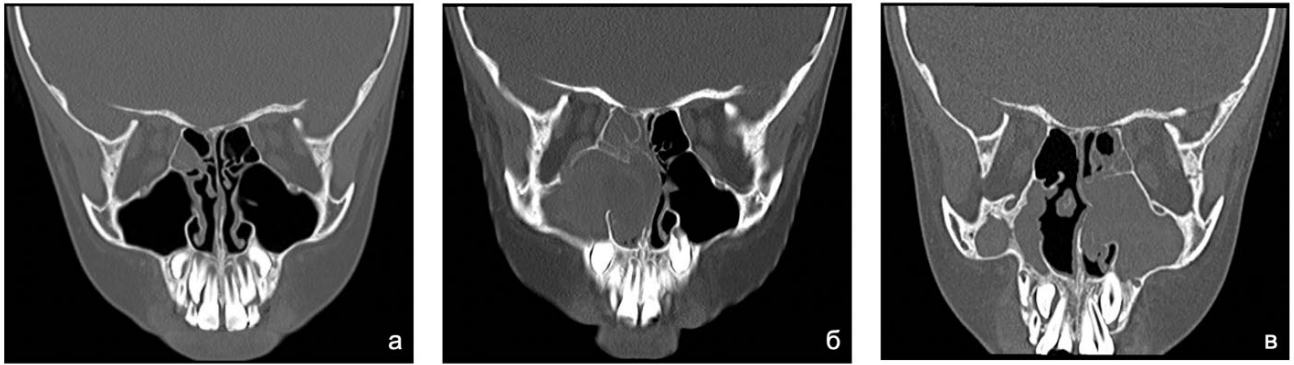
Динамика КТ-картины ОНП у пациента с МВ (генотип F508del/CFTRdele 2,3, сочетание двух «тяжелых» мутаций): (а) возраст 6 лет, ОНП представляются практически интактными с началом поражения клеток решетчатого лабиринта, перегородка носа по средней линии; (б) возраст 7 лет, сформировано одностороннее псевдомукопиоцеле ВЧП справа, смещение перегородки носа в противоположную сторону за счет патологического процесса; (в) возраст 9 лет, через 2 года после эндоскопической операции на ОНП справа: клетки решетчатого лабиринта справа на уровне среза интактны, ВЧП справа уменьшена в размере, заполнена мягкотканым субстратом; картина МВ-ассоциированного ХРС слева с сохранением сформированного ранее искривления перегородки носа влево (коронарные проекции)
